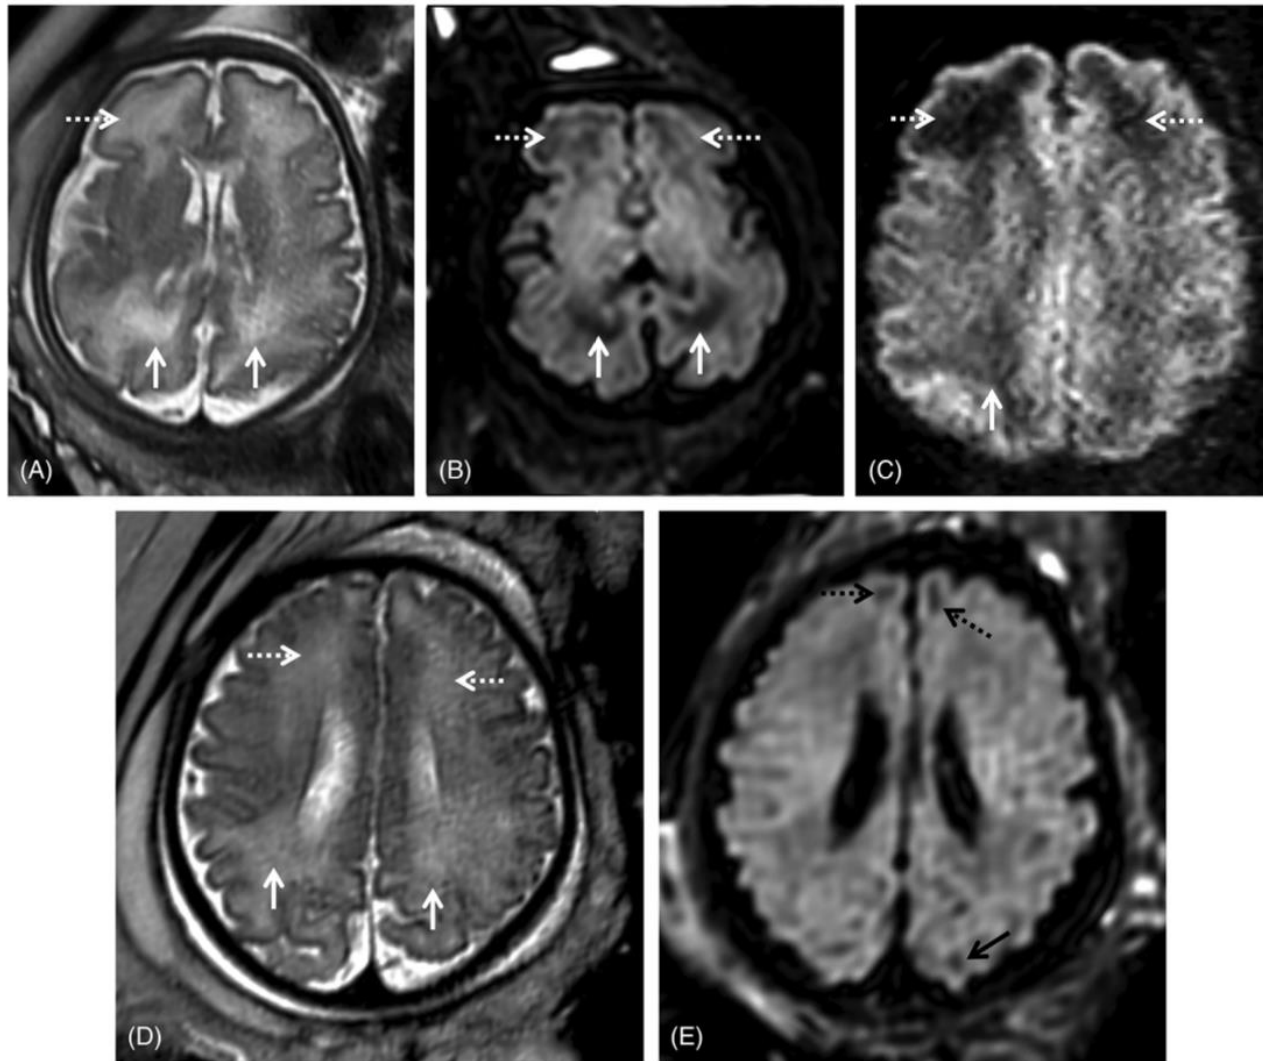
Two fetuses referred for fetal magnetic resonance imaging at 34 gestational weeks for congenital cytomegalovirus (cCMV) infection (A-C) and abdominal cyst (D-E). White matter hyperintensities can be identified on T2WI in the frontal (A, D, white dashed arrows) and parietal-occipital parieto-occipital (A, D, white arrows) regions. On T2w echo planar imaging-FLAIR images (B, E) there is corresponding hypointensity in the cCMV patient (B, white/dashed arrows), as well as low SI on the zoom diffusion weighted image (C, white/dashed arrows), but not the control (E) except in the expected gyral crests corresponding to remnants of the subplate (E, black dashed and full arrows)
